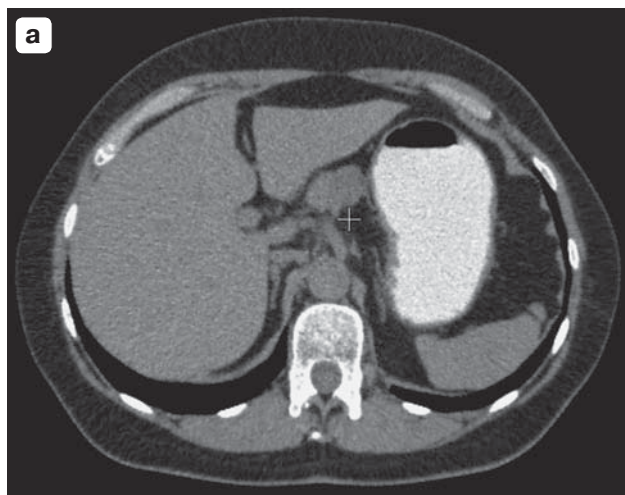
КТ-изображения гемангиомы поджелудочной железы с болюсным контрастным усилением. а – нативное исследование (гемангиома обозначена крестиком); б – артериальная фаза.
